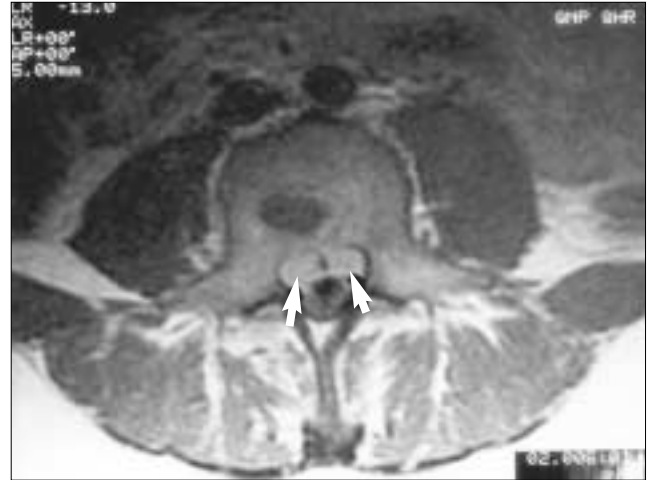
RMN plano transversal: imagen lítica en cuerpo vertebral, alteración.
